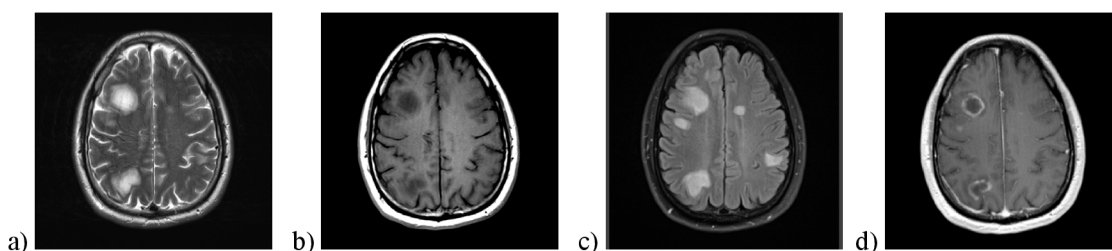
roztroušená skleróza v obrazu magnetické rezonance, (a) T2 vážený obraz, (b) T1 vážený obraz, (3) sekvence FLAIR. Zdroj: archiv VFN
